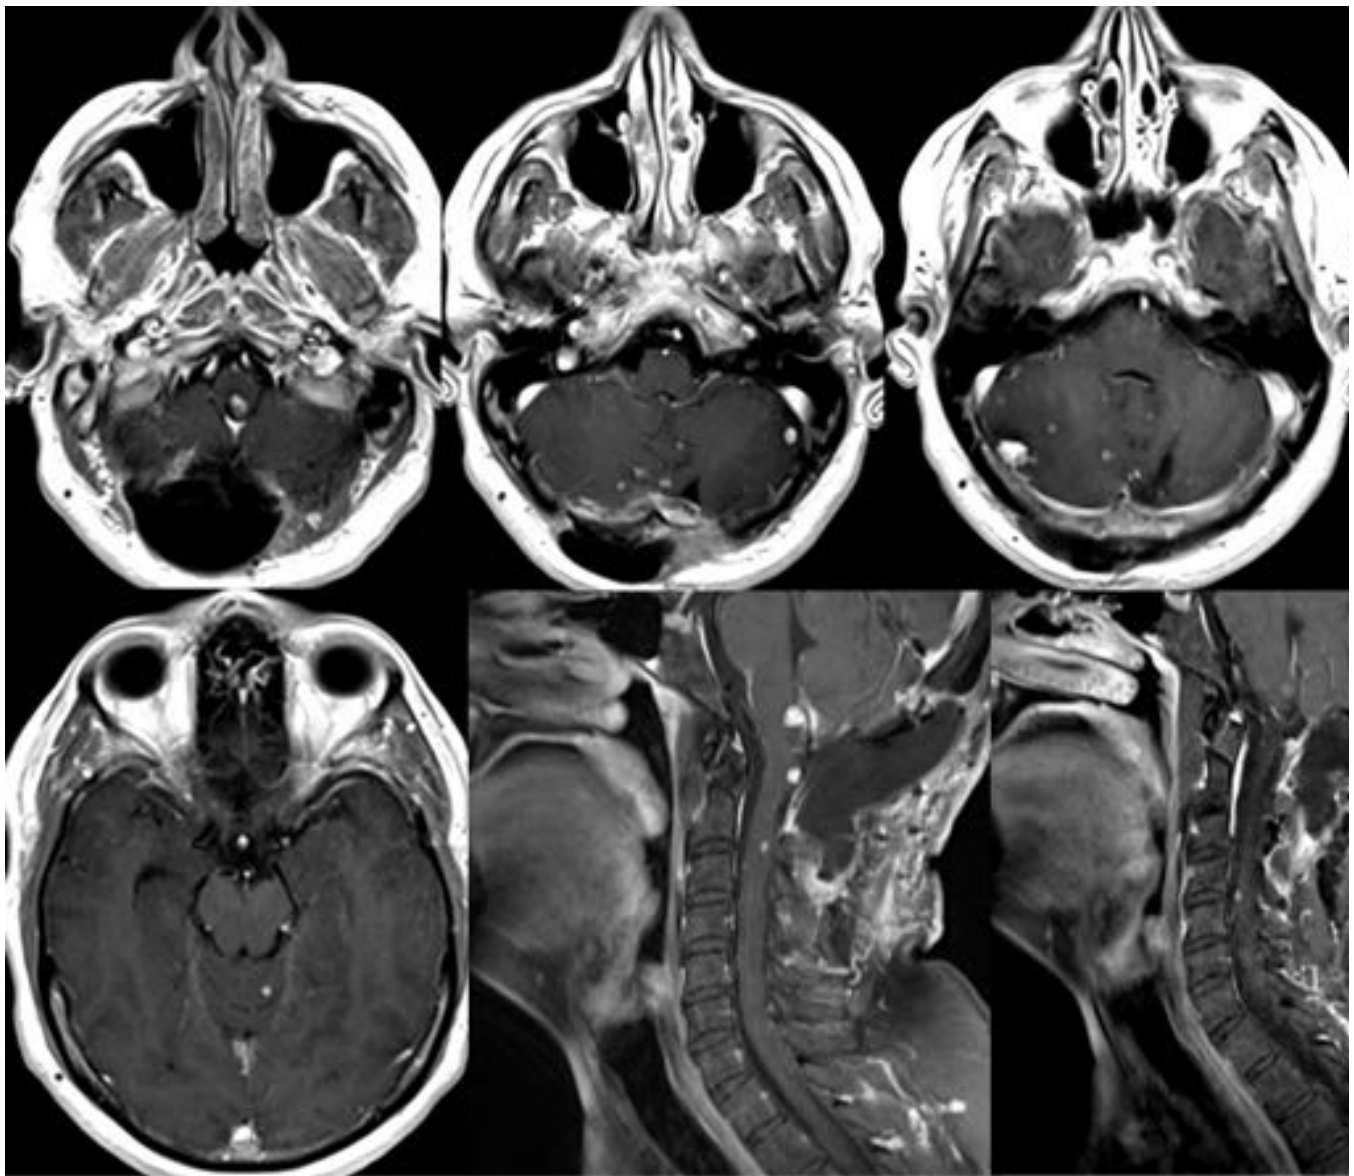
RM imágenes T1 con contraste. Hemangioblastomas en cerebelo y médula espinal.
